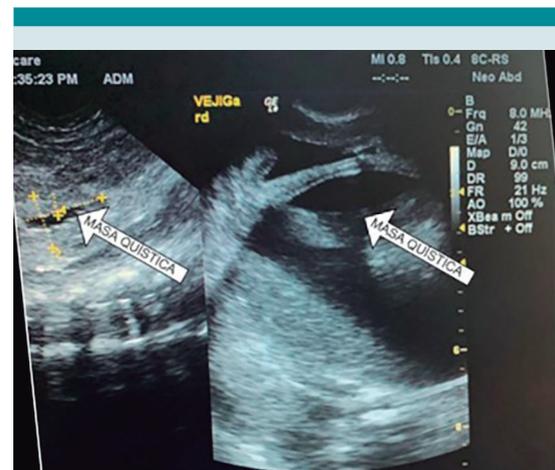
Ultrasonografía abdominal del neonato reporta masa quística pélvica.
